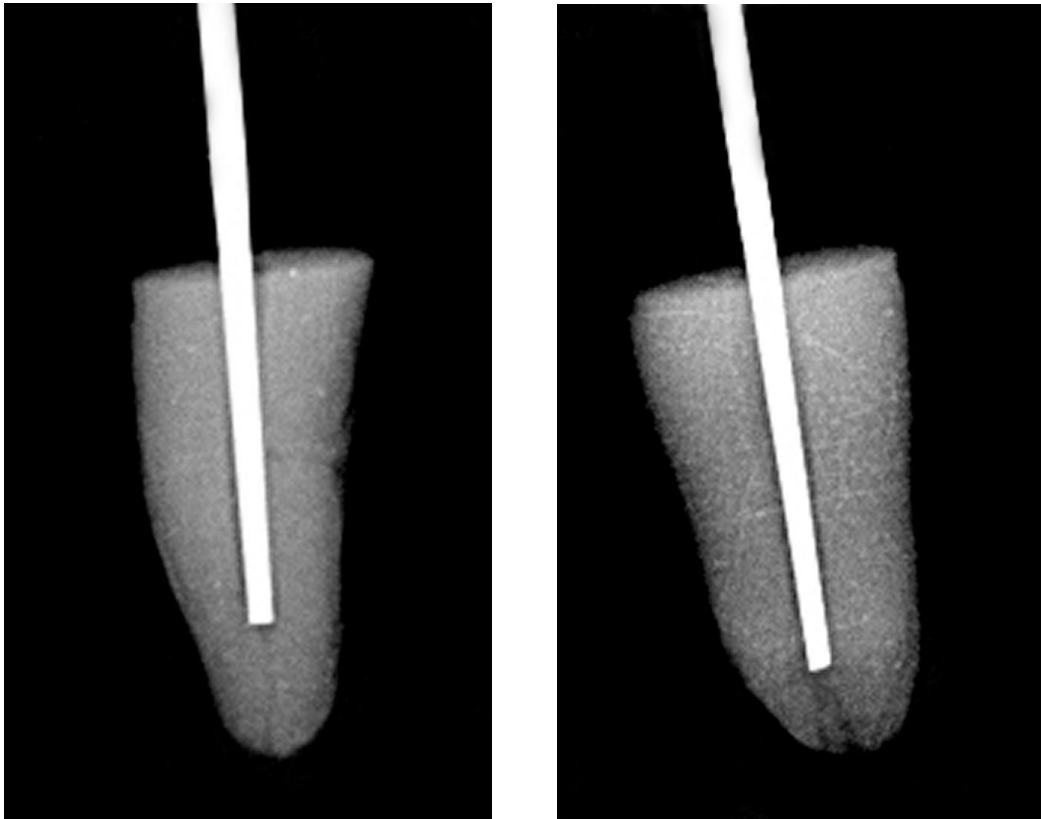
Zwei Beispiele von Röntgenbildern zur Kontrolle von Spreaderposition und -passung
